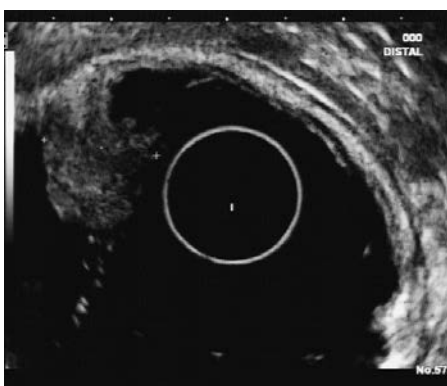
Die Endosonografie ist auch hervorragend geeignet, die Infiltration von mukosalen oder submukosalen Tumoren in tiefere Schichten der Magen- oder Darmwandung zu zeigen. Im vorliegenden Fall liegt ein rein mukosaler Tumor vor, der endoskopisch gut abzutragen ist, weil er die Muscularis propria nicht erreicht.
